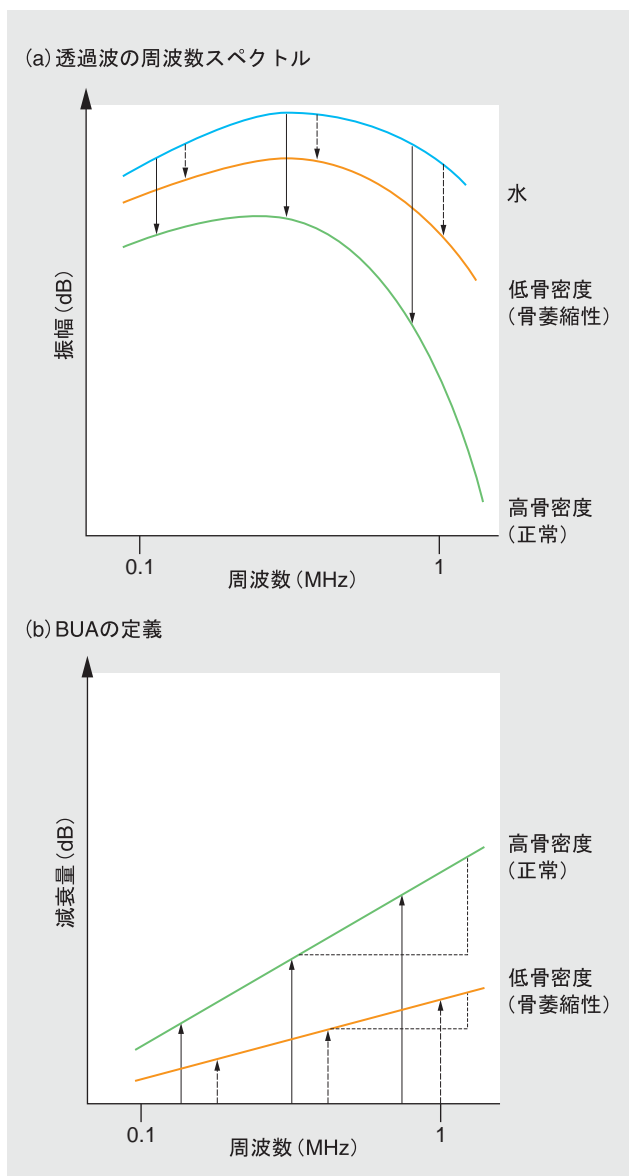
海綿骨透過超音波の周波数特性とBUAの定義
